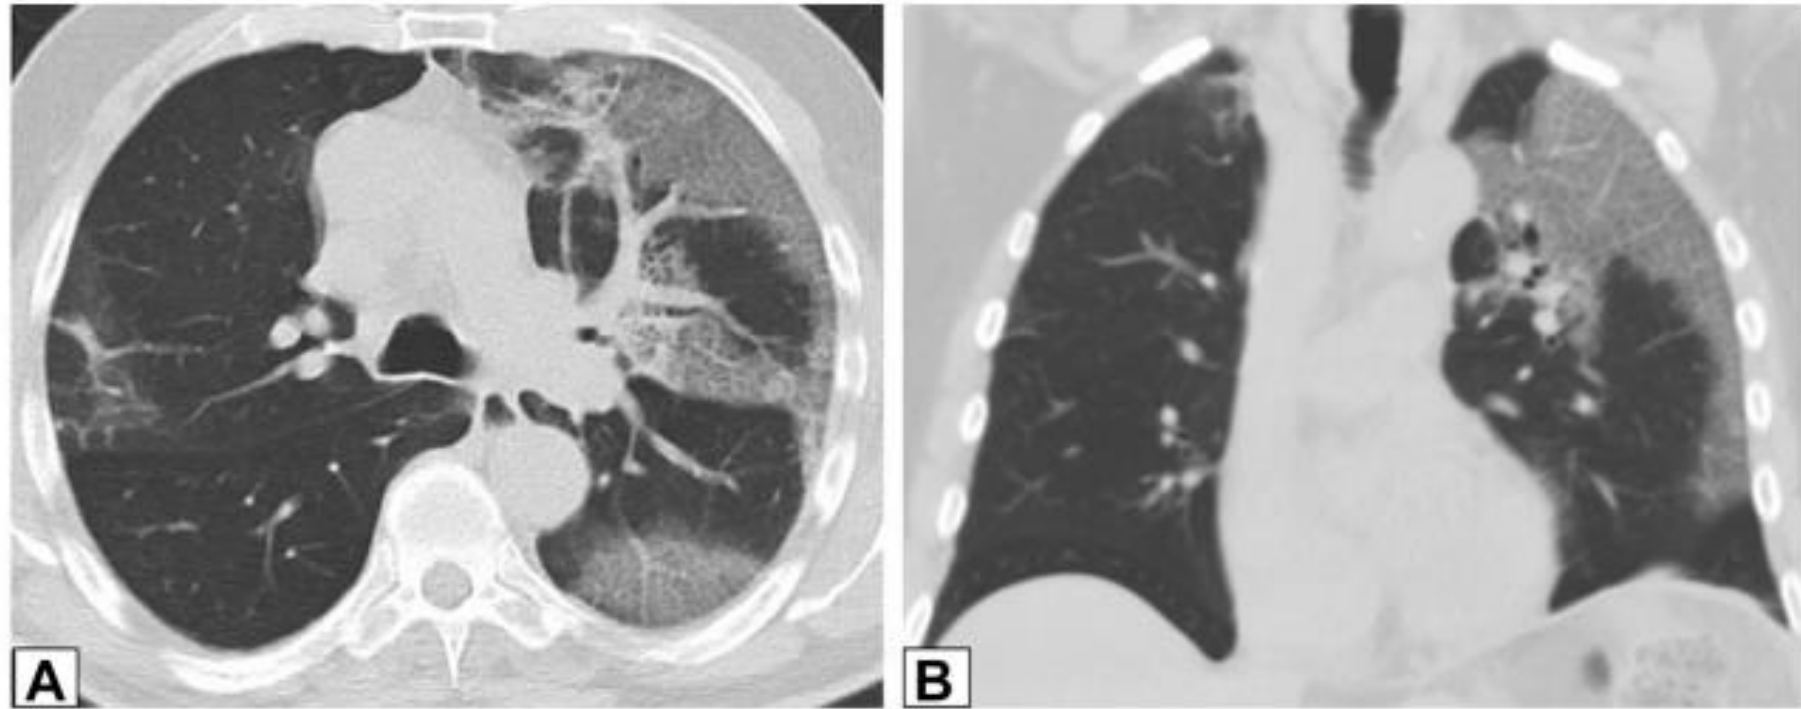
A, B, Crazy-paving pattern. Axial (A) and coronal (B) unenhanced CT scan images in a 71-year-old man who had secondary organizing pneumonia due to amiodarone use. There is extensive ground-glass opacification in the left lung with superimposed interlobular septal thickening and intralobular lines (crazy paving).
